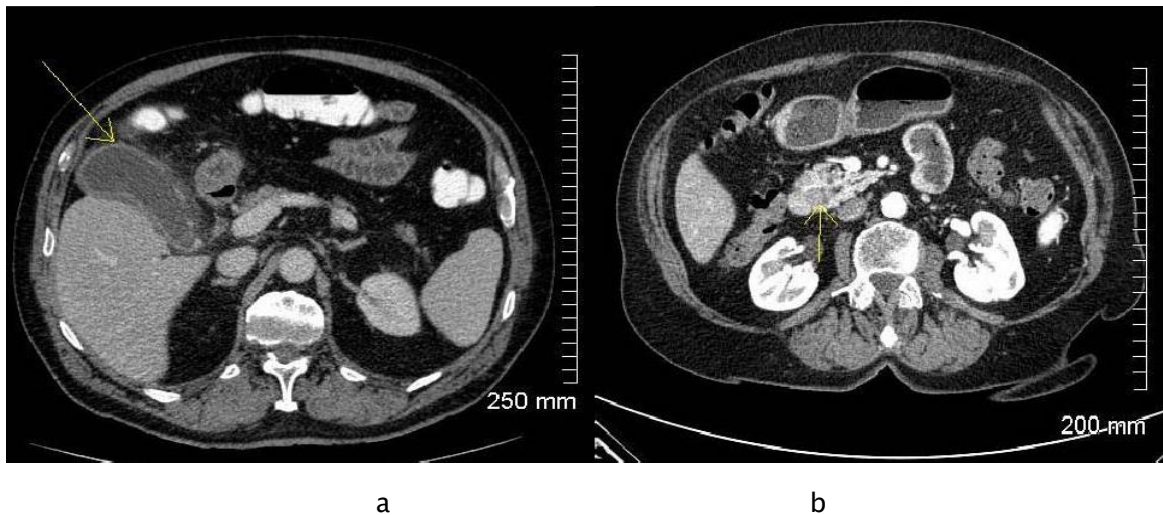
TDM abdominale en coupe transversale montrant une cholecystite (a) , une angiocholite (b)
